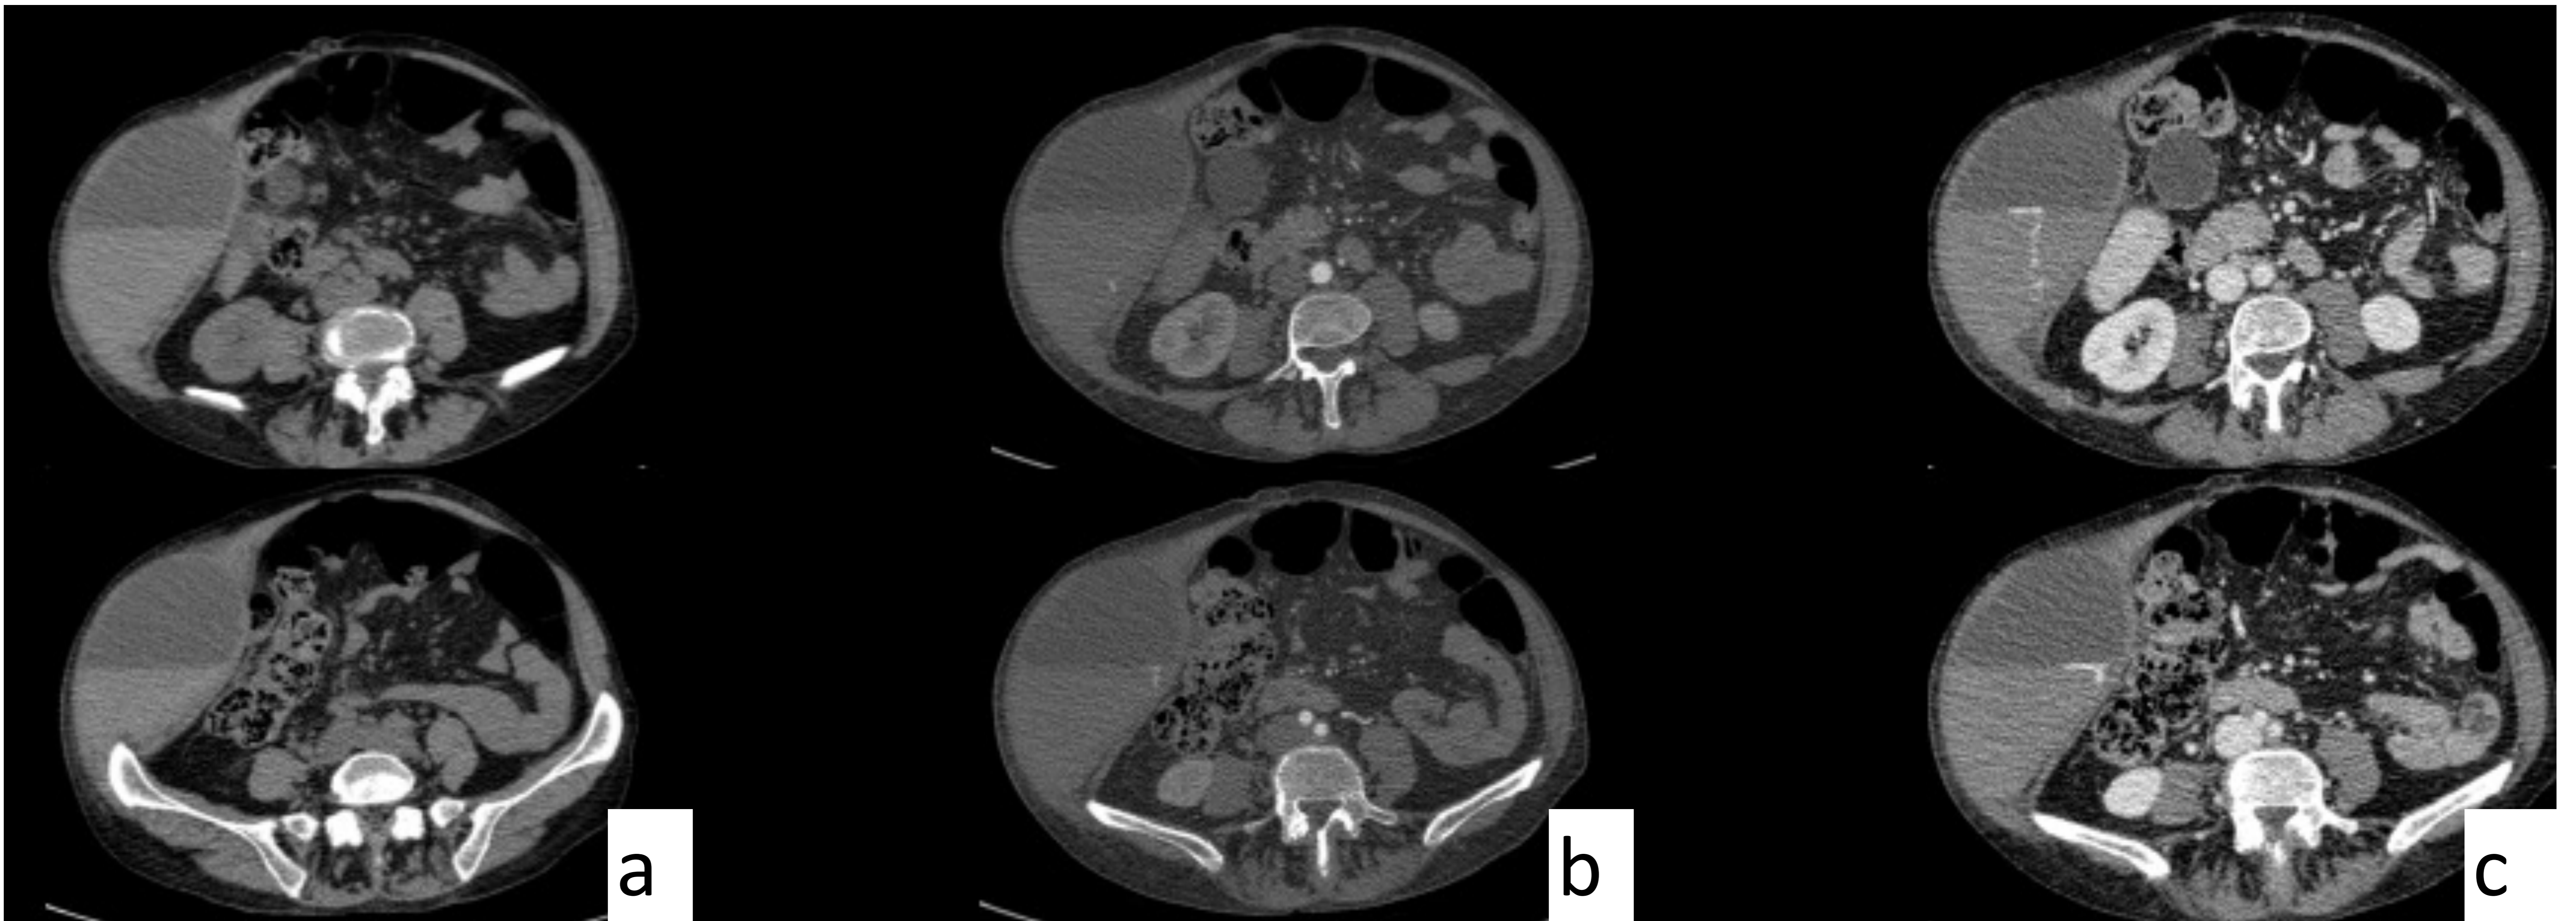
Sangrado activo en hematoma de pared abdominal secundario a anticoagulación. (a) TC sin contraste. (b) TC en fase arterial. (c) TC en fase venosa.
